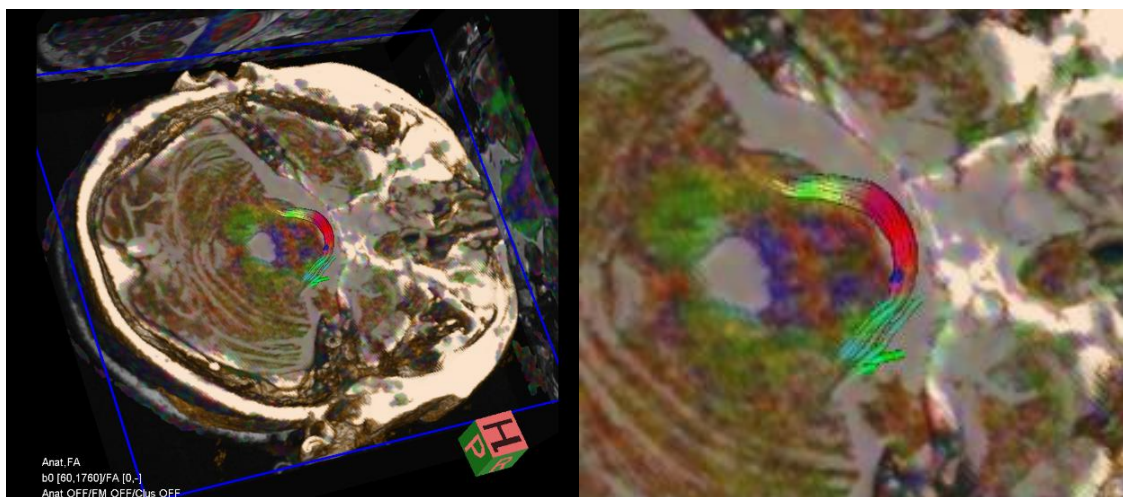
Esquerda: Fusão de imagens de *Diffusion Tensor Tractography* com a Ressonância Magnética para a análise de cortes axiais. Primeira Tractografia do nervo facial realizada no Hospital Lusíadas Lisboa num tumor do ângulo ponto-cerebeloso compatível com Schwannoma Vestibular, na qual se visualiza o trajeto incompleto do nervo facial (a verde) no segmento cisternal. Direita: Imagem aumentada que revela a origem aparente do nervo facial (a verde).
